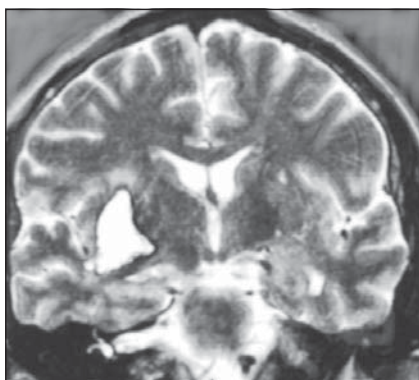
Хвора М., 42 років. Геморагічний інсульт, скронево-підкрікова локалізація справа. МРТ — фронтальна площина, Т-2 зображення
